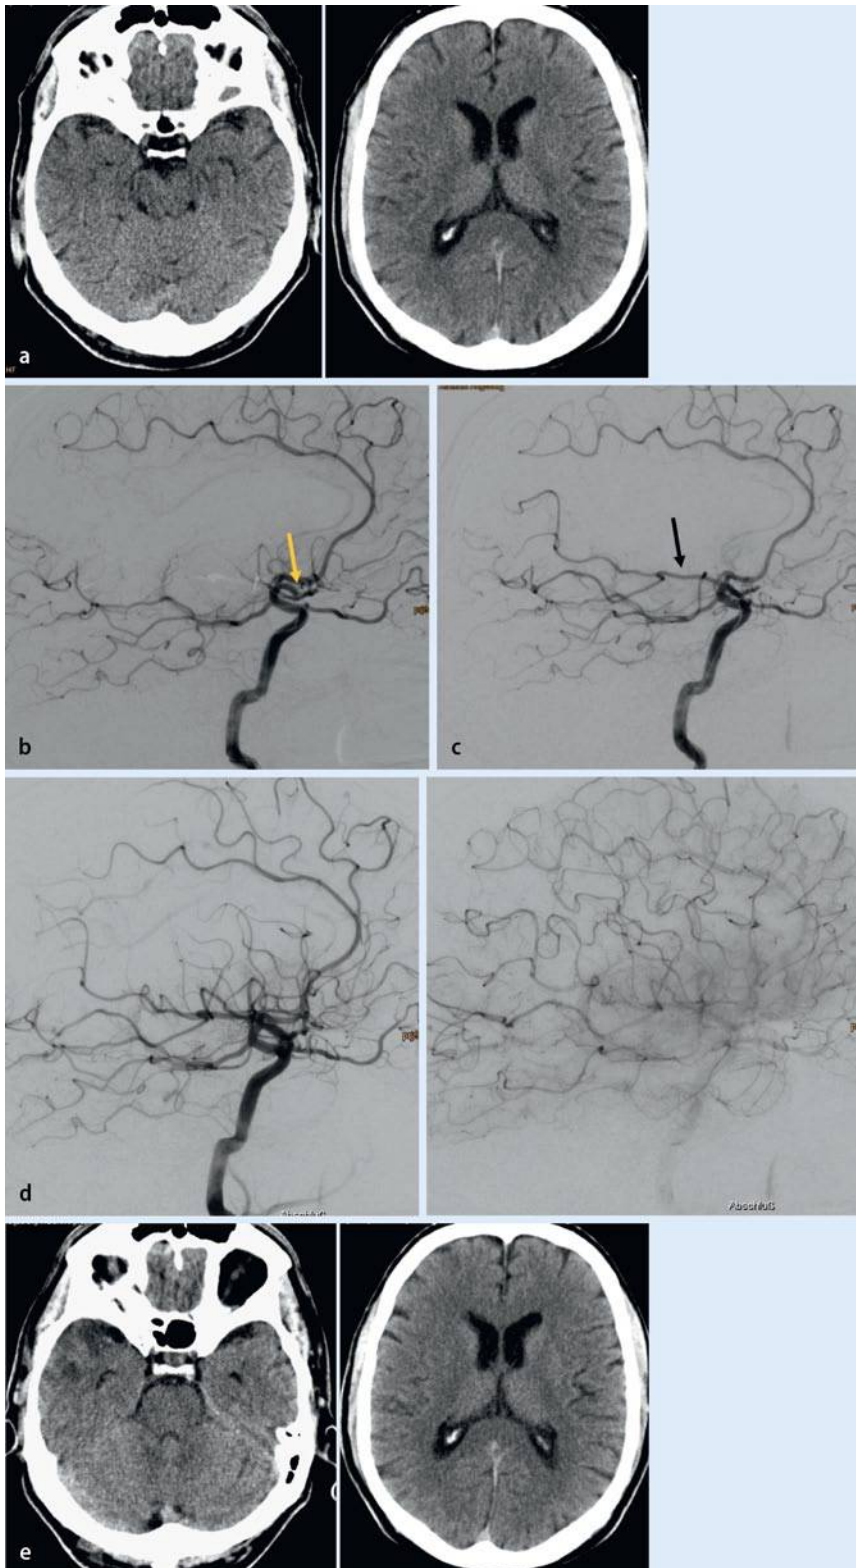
▲ 66 Jahre alter Patient mit Hemiplegie links bei distalem Mediahauptstammverschluss rechts (a). Unmittelbar nach dem CT erfolgt der Beginn der Therapie mit 50 mg rt-PA i.v., gefolgt von 20 mg rt-PA i.a. bei relativ kurzem Verschluss (b). Bei fehlender Rekanalisation Entscheidung für den Einsatz eines Stentretreivers (Solitaire FR 4×20, Fa. Covidien/ev3, USA, c). Nach einmaligem Retrieving Rekanalisationsergebnis entsprechend TICI 2b (d). Im postoperativen CT lediglich kleiner umschriebener Infarkt temporopolar rechts
